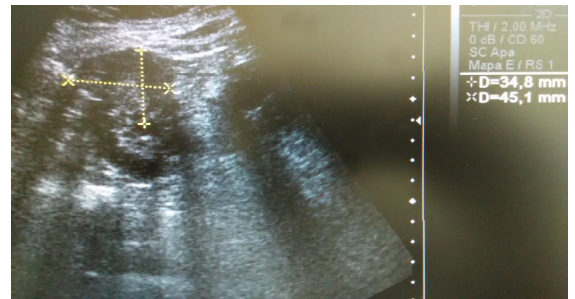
(Caso 1). Ecografía: lesión sólida de 34x42 mm en polo inferior del riñón izquierdo.
